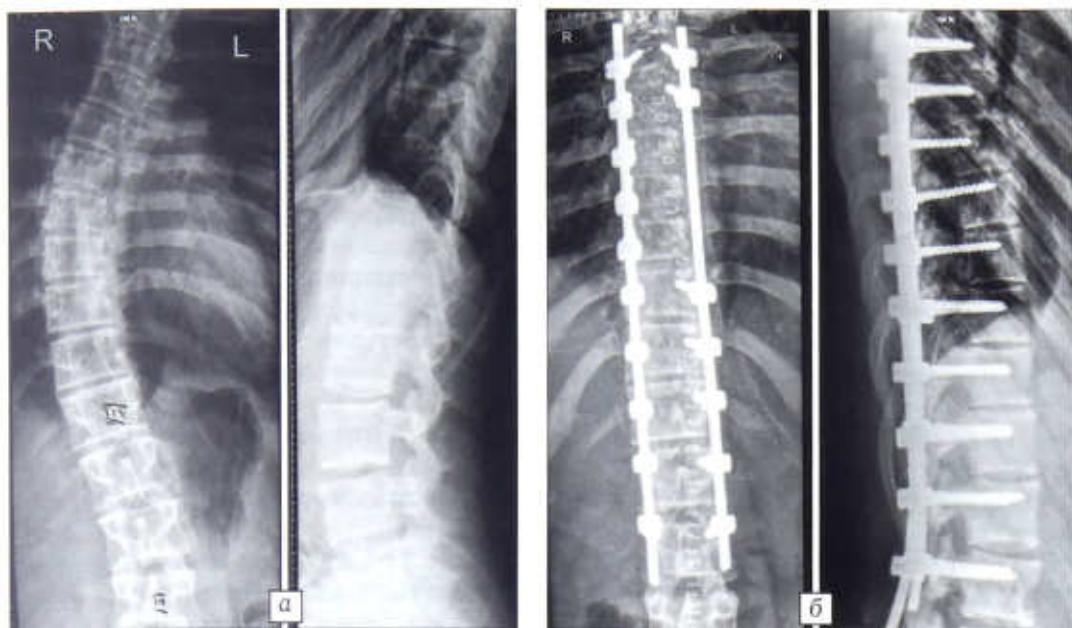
Рентгенограммы больного З. 14 лет с идиопатическим правосторонним грудным сколиозом IV степени до (а) и через 2 года после (б) операции.
